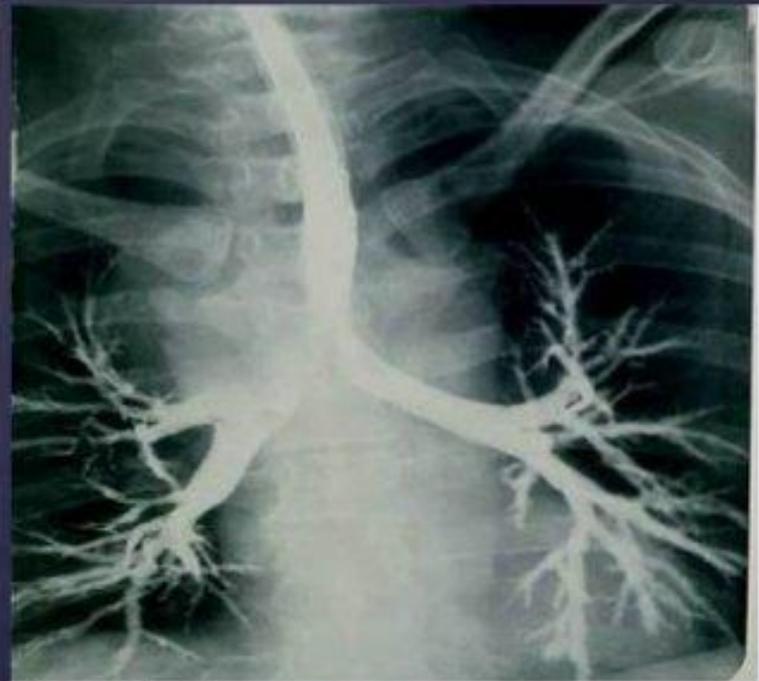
Рентгенограмма трахеи, бронхов и бронхиального дерева.
